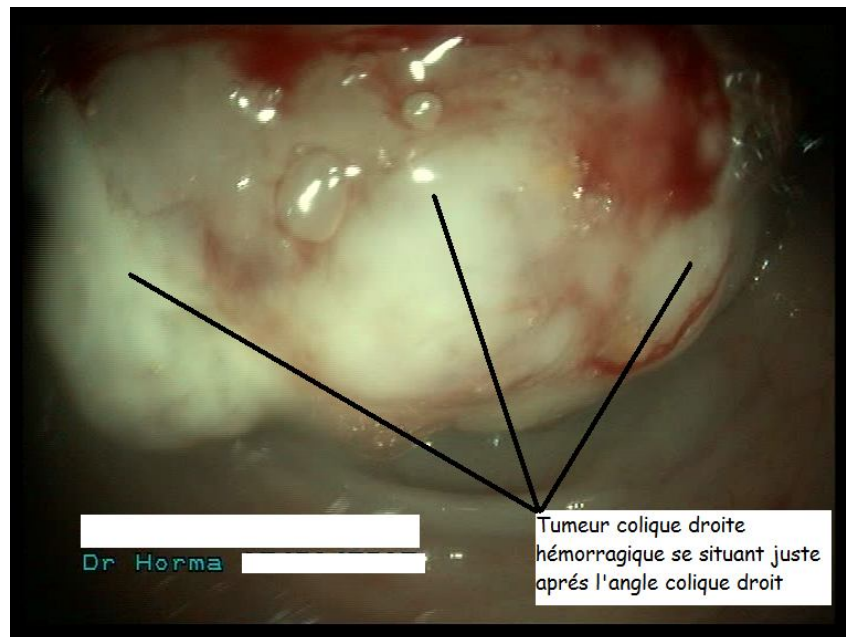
Volumineuse tumeur colique droite avec des foyers hémorragiques, révélées par des douleurs et suspectée par une TDM. Indication d'une hémicolectomie droite avec anastomose iléo transverse termino latérale.
